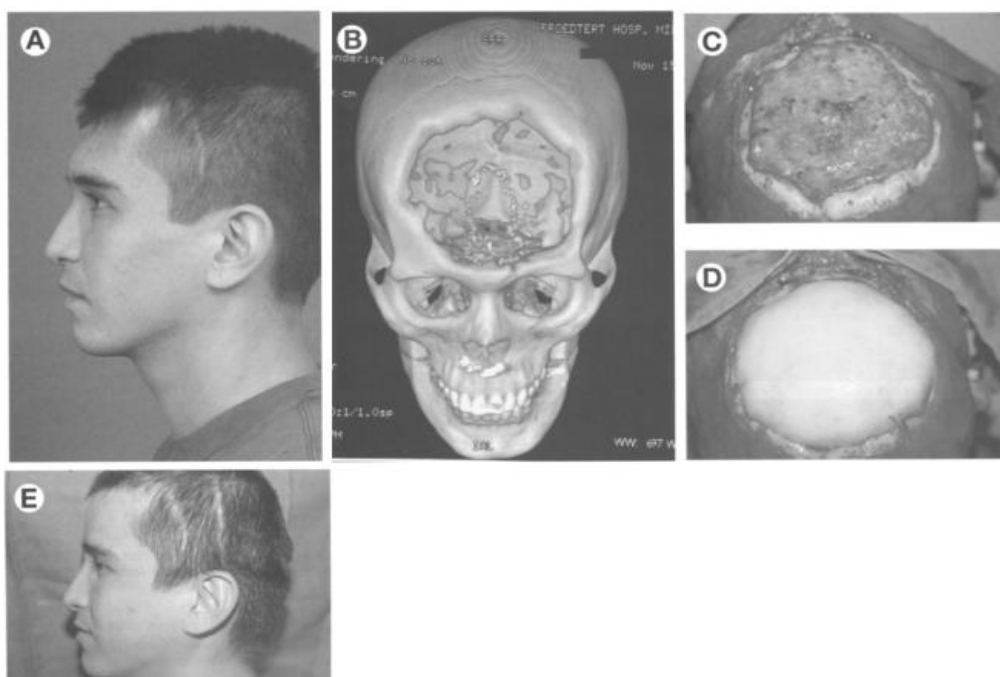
Caso que apresentou necessidade de uma prótese: (A) Homem de 31 anos de idade, que apresenta um defeito ósseo frontal; (B) Imagem pré-operatória 3D CT Scan; (C) Imagem intra-operatória do defeito ósseo frontal; (D) Imagem intra-operatória da reconstrução do osso frontal recorrendo ao implante de prótese; (E) Restabelecimento do contorno da testa um mês depois da implantação (Gosain 2003).
